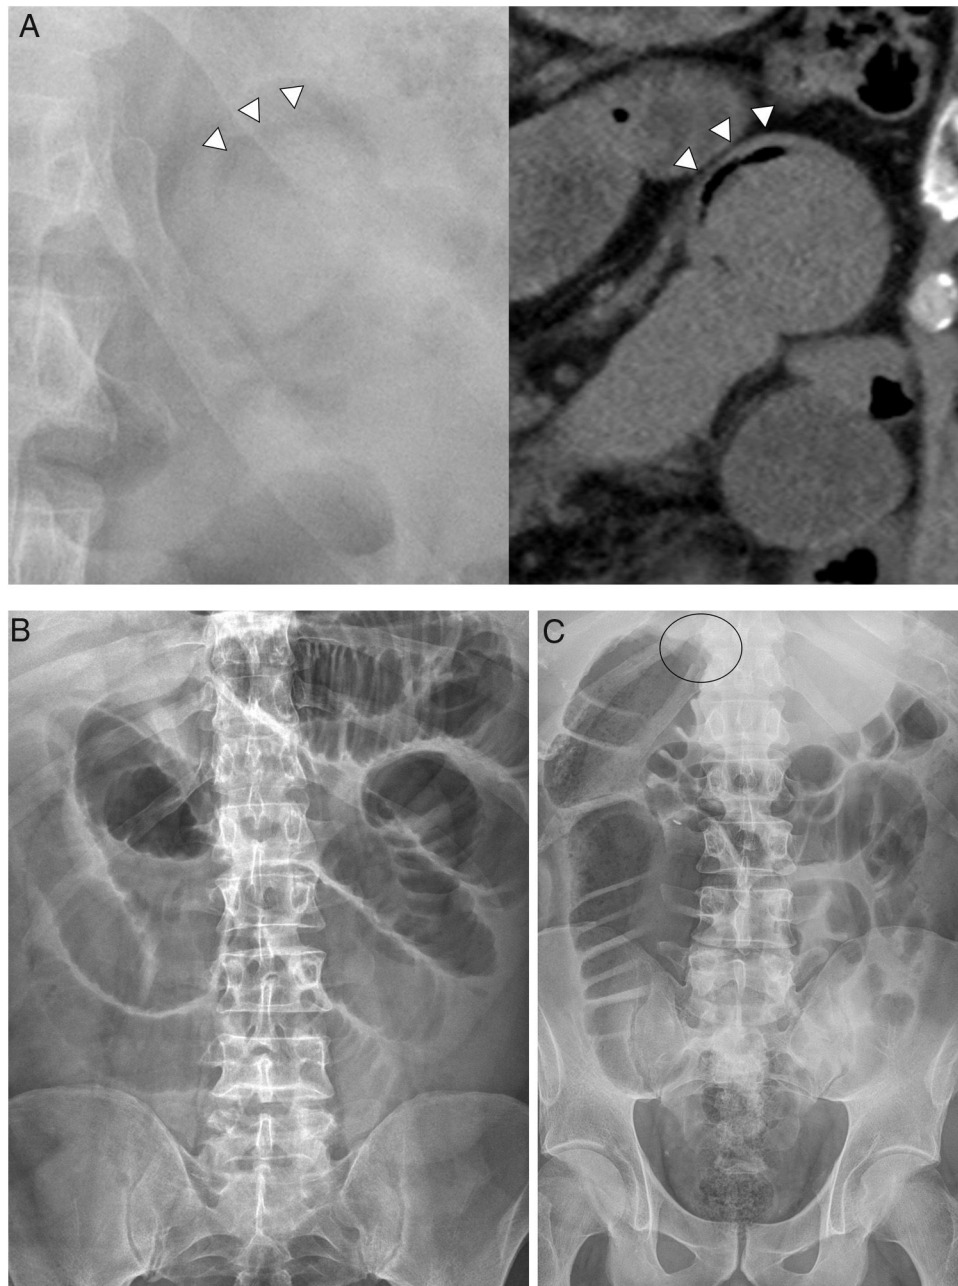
Radiografía simple. A) “Signo de la luna creciente”: semiluna radiolúcida de gas atrapado entre la pared de un asa y el asa invaginada. B) Obstrucción de intestino delgado: distensión de asas de delgado con ausencia de gas en colon. C) Obstrucción de colon: dilatación de colon ascendente hasta transverso proximal, posible localización de la obstrucción (círculo).
